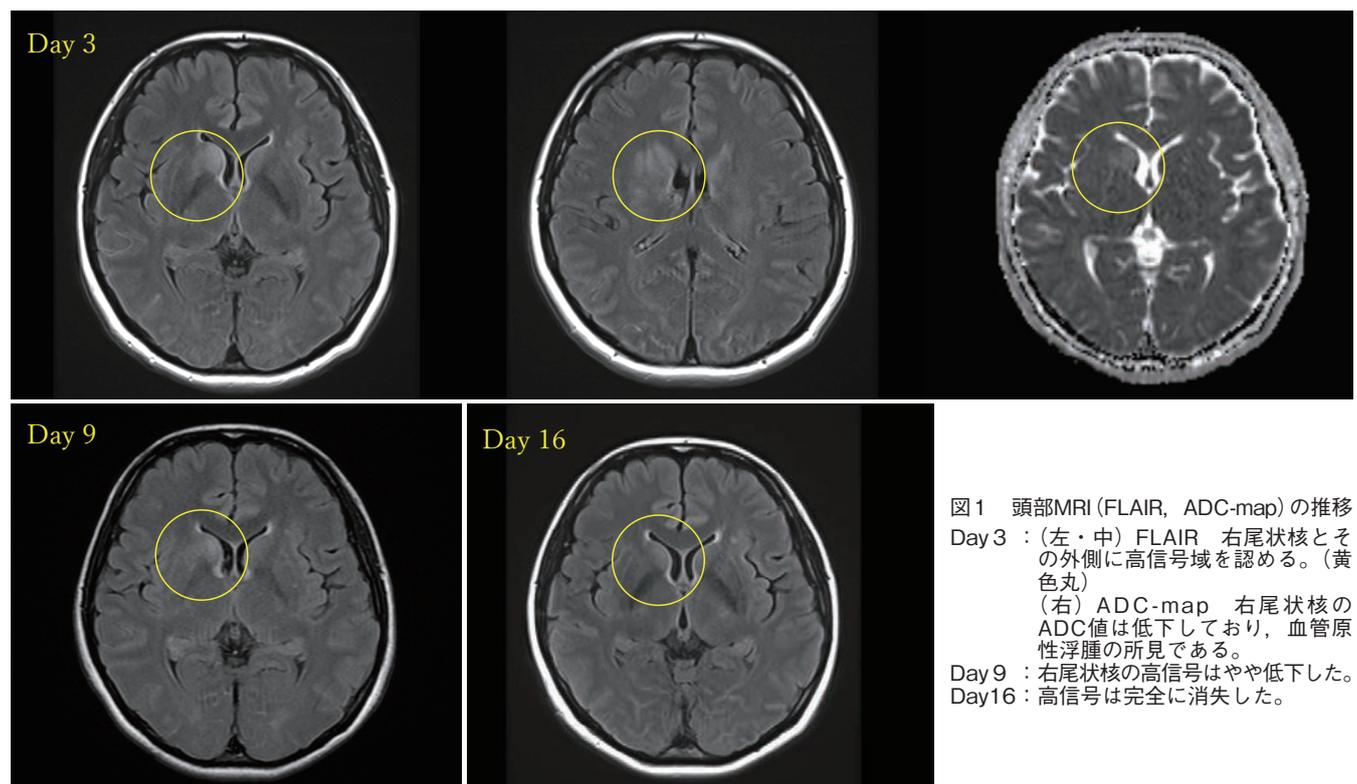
頭部MRI (FLAIR, ADC-map)の推移
